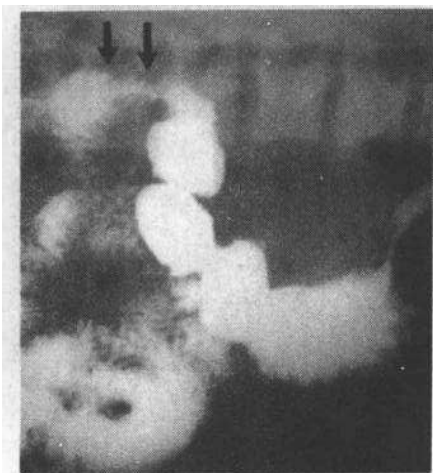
胰腺病人仰卧位左上腹局部平片显示降结肠“截断”症
